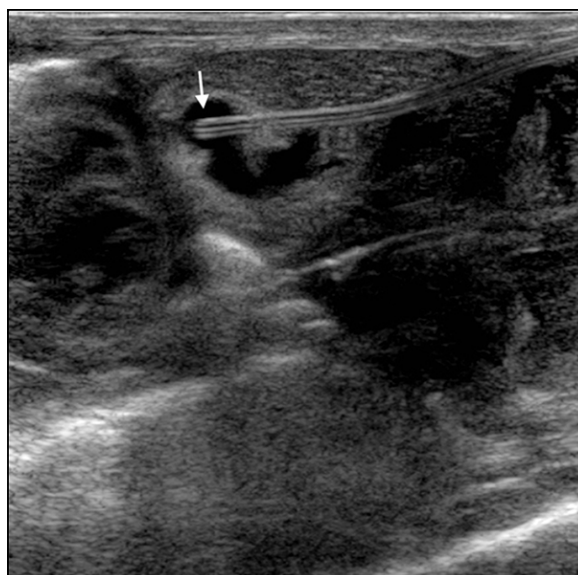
Ecografía abdominal. Punta del catéter en el interior del hematoma intrahepático.
